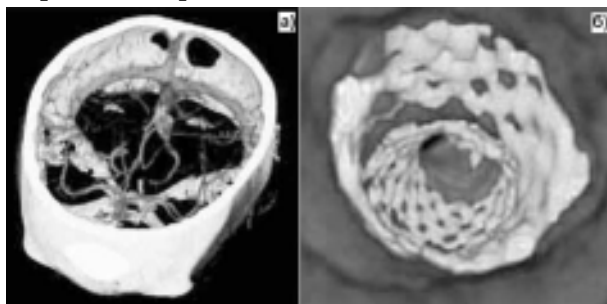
Томограмма артерий головного мозга.
